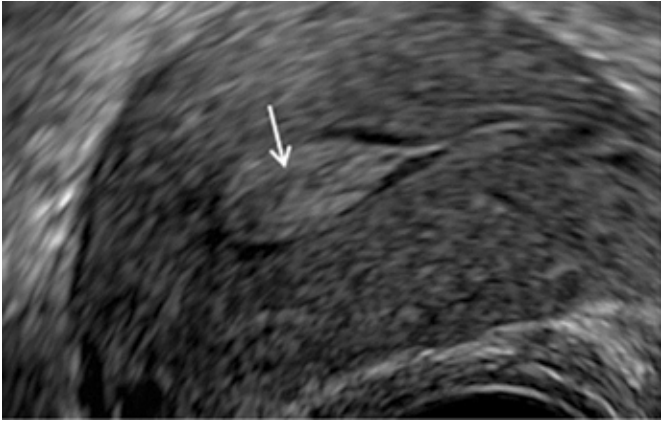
Ultrassonografia transvaginal: pólipo isoecogênico preenchendo a cavidade uterina.⁴
